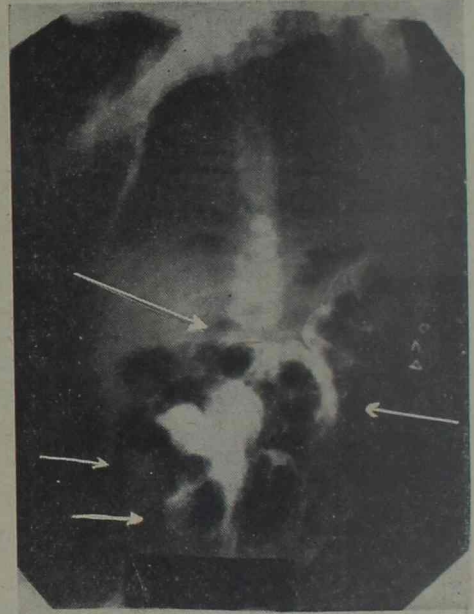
Corresponde a la misma radiografía anterior luego de evacuado el bario y de haber insuflado ligeramente el intestino. Se comprueban las mismas imágenes menos netas, pero bien delimitadas, en especial la de la derecha. Las flechas señalan los quistes neumáticos.
